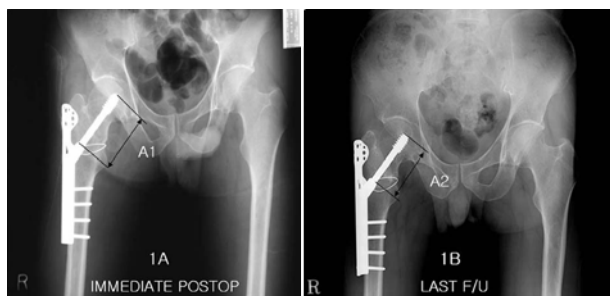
A and 1-B. The measurement of Lag screw slippage: A1-A2 (A1 & A2) The distance between the tip of DHS and DHS plate's barrel at immediate post op (A1) and last follow up radiograph (A2).
